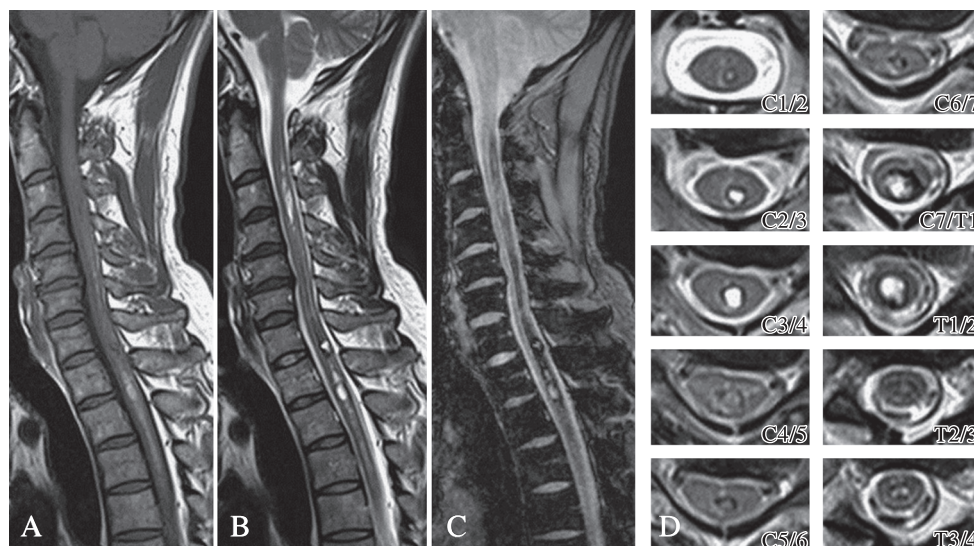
MRI of the cervical spinal cord on day 31.
